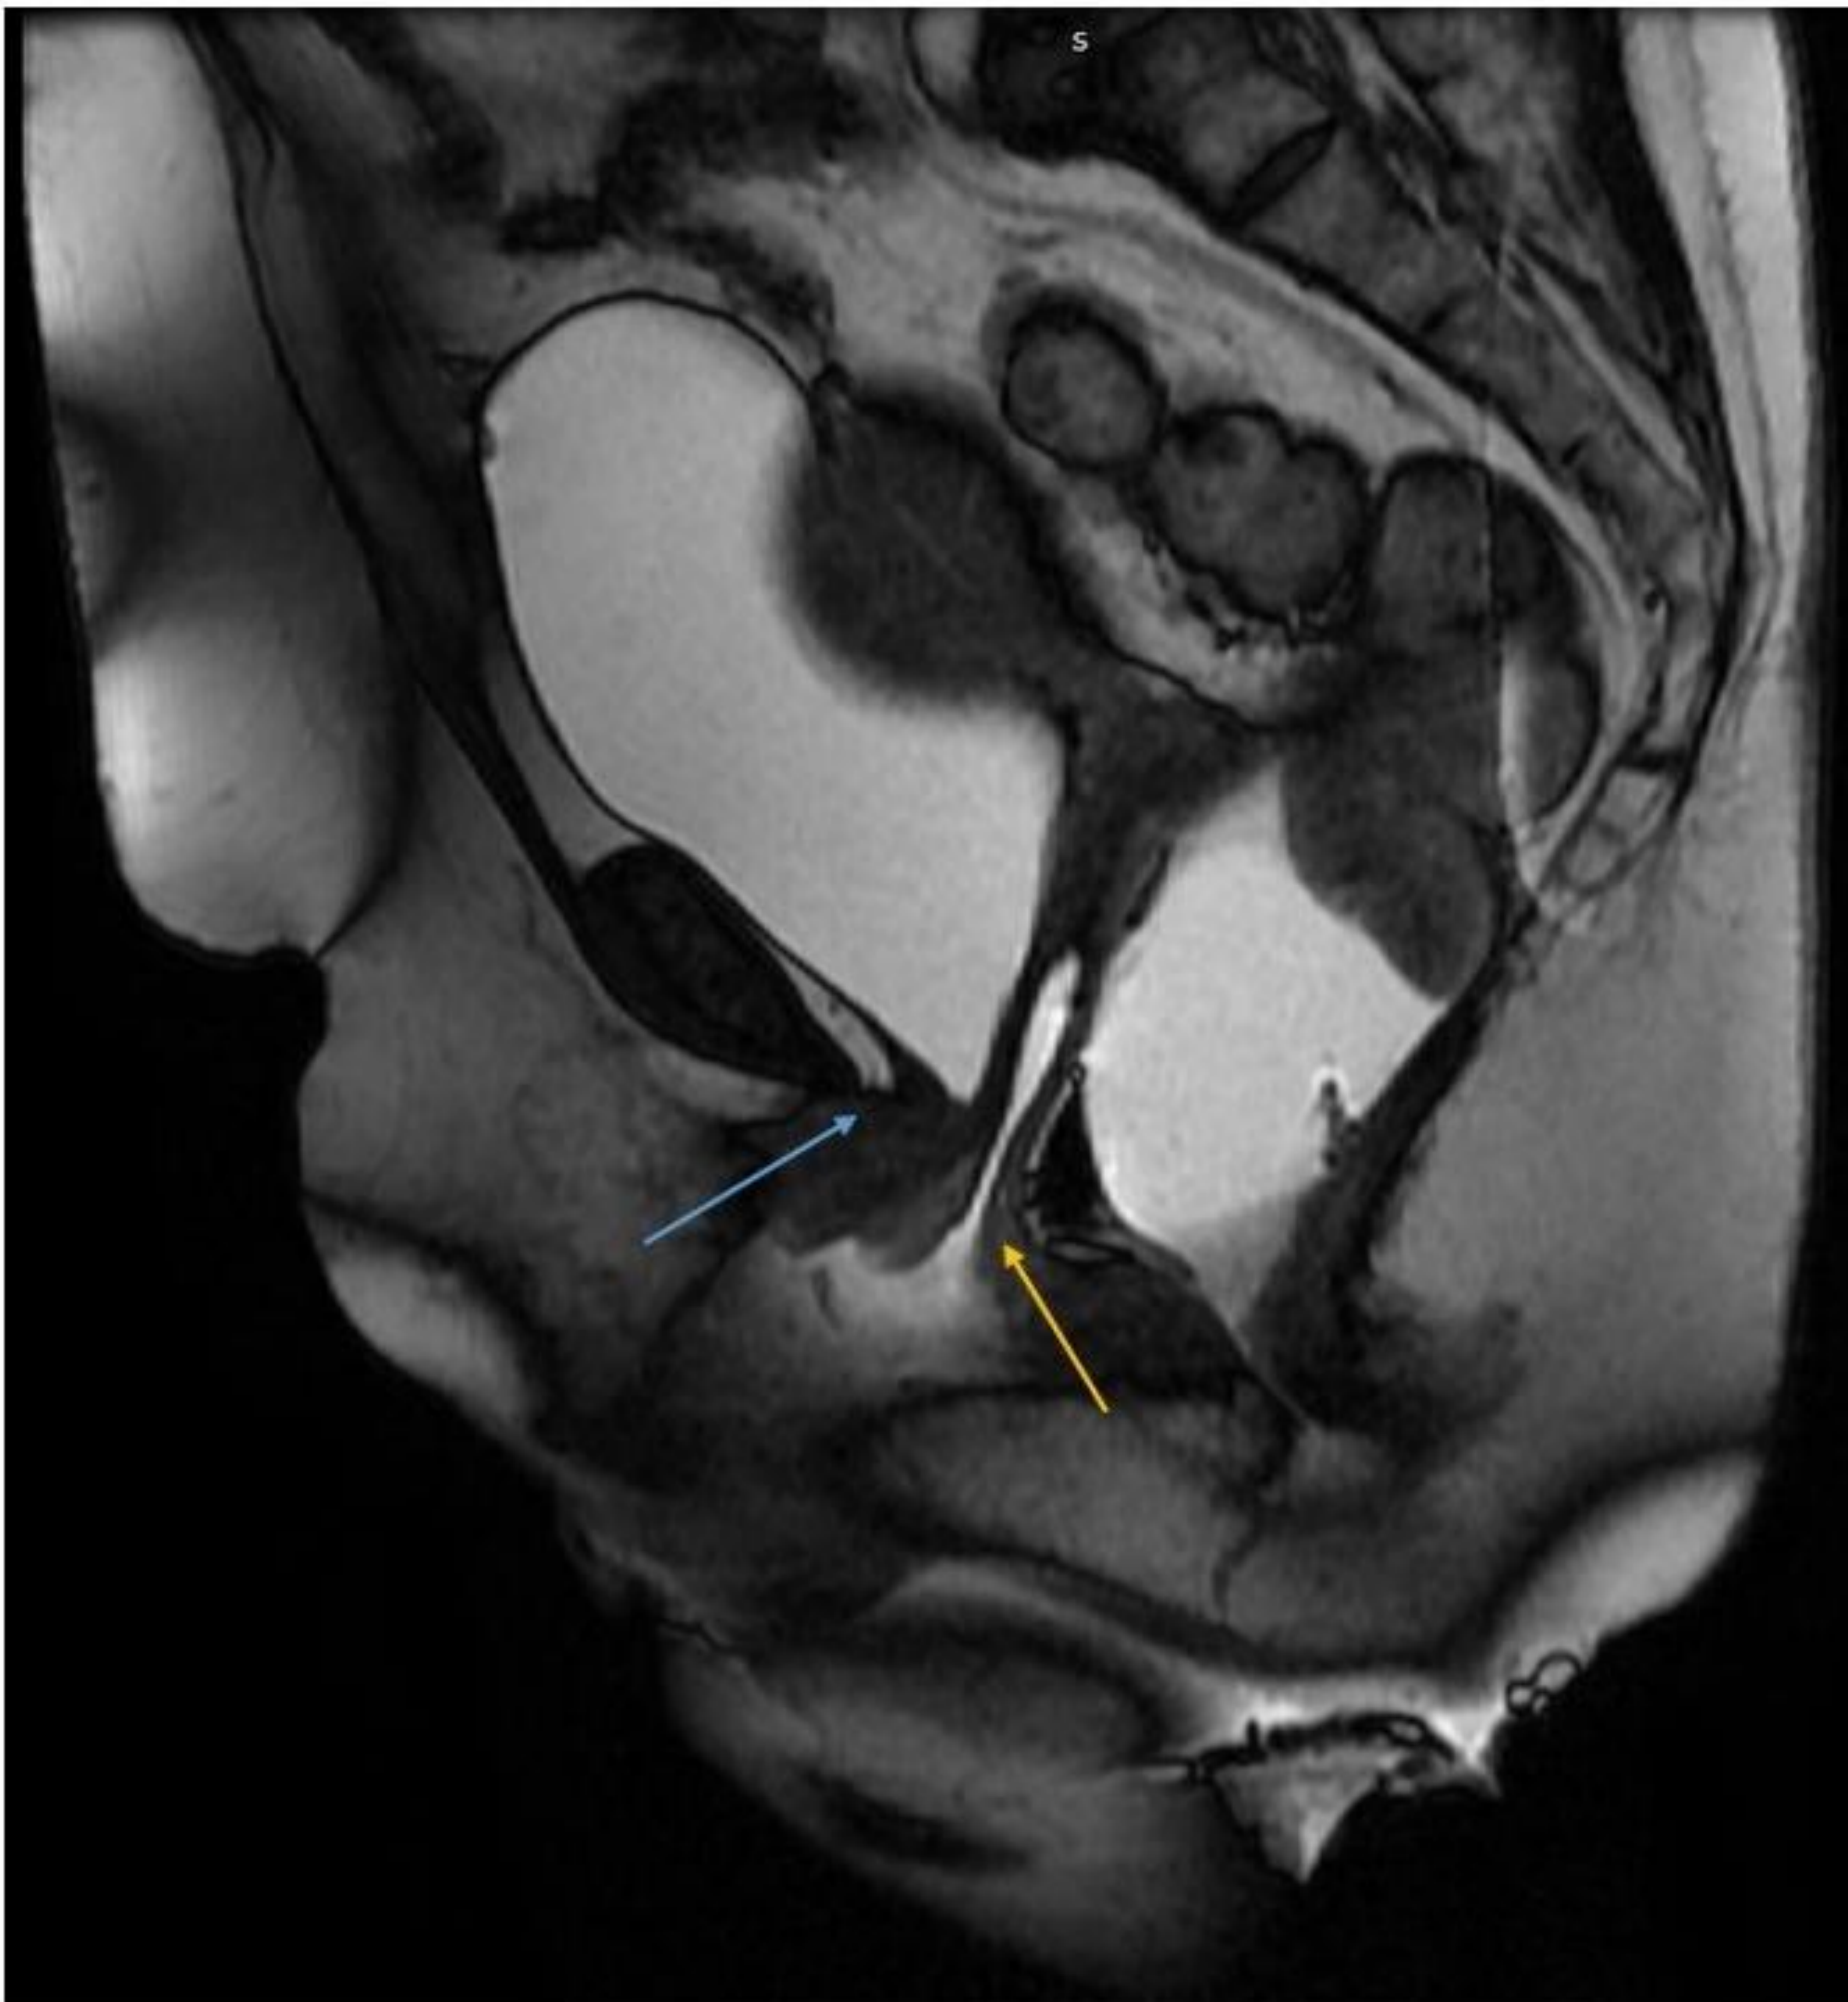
Defeco-RM con relleno de gel de la cavidad anal y uterina, vejiga replecionada. Se identifica un leve cistocele (flecha azul), un prolapso vaginal (flecha amarilla) y descenso de la unión anorrectal
